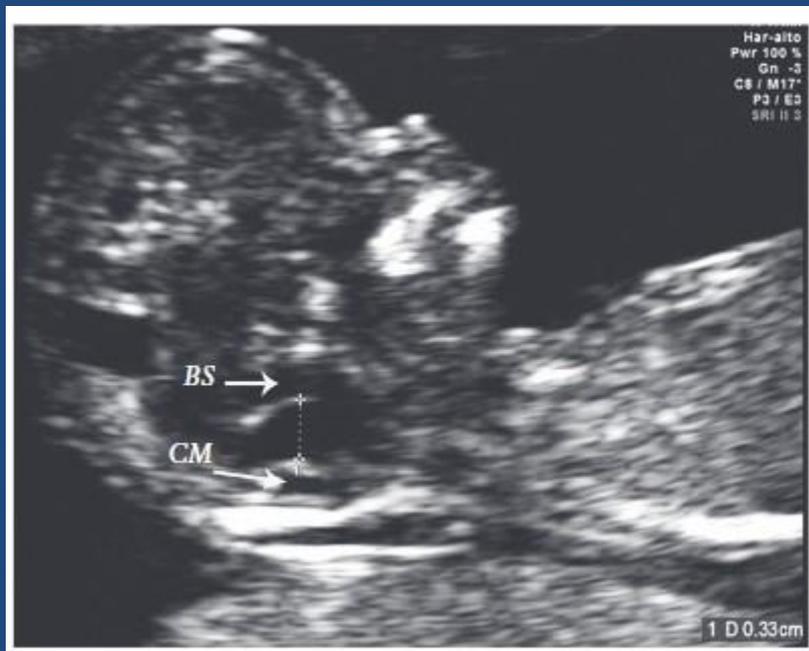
Mid-sagittal ultrasound image of fetal brain at 13 weeks' gestation in a case with trisomy 18 and a posterior fossa cyst (Case 9), showing only two posterior brain spaces because the border between the fourth ventricle and the cisterna magna is not visible. Measurements of brainstem (BS) diameter and brainstem-to-occipital bone diameter (lower arrow) are seen.
